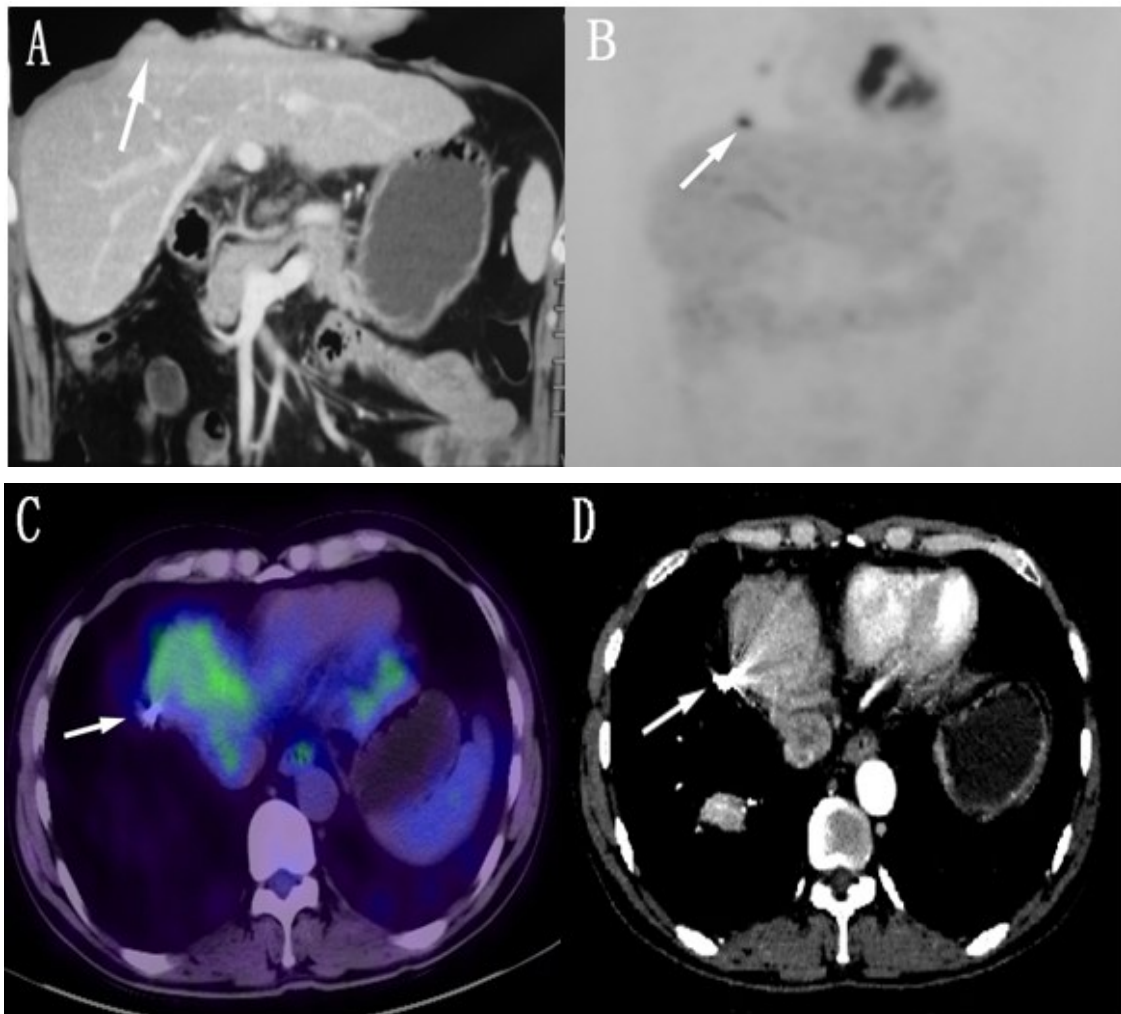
原发性肝癌患者近膈顶转移灶行放射性粒子¹²⁵I植入术。A:术前病灶位置;B:术前PET最大密度投影(maximum intensity projection MIP)图像示相应病灶显像阳性(高代谢);C:粒子植入术后2月,PET/CT示病灶代谢与肝脏本底接近,认为病灶灭活;D:CT随访复查病灶未见异常强化或病灶扩大,证实PET/CT评价结果。
